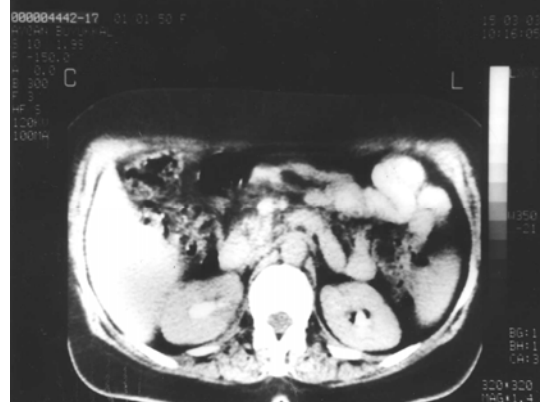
Böbrekteki lezyonun BT görünümü (ok işaretiliye gösterilen alan)
